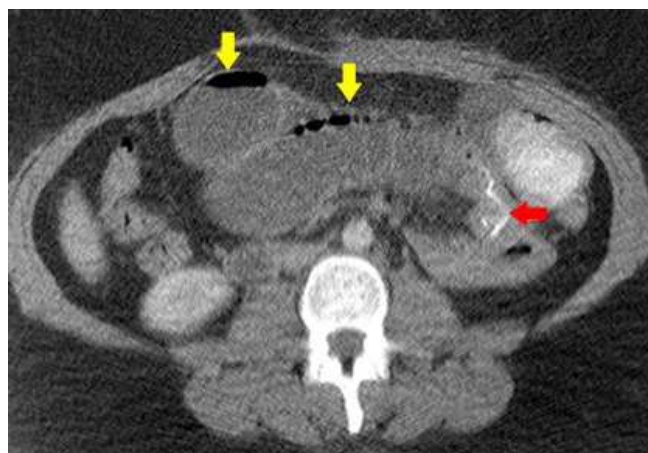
Corte axial de TC de abdome mostrando dilatação de alça intestinal proximal (setas superiores) estendendo-se até o nível da anastomose demarcada pela linha de sutura (seta direita).
